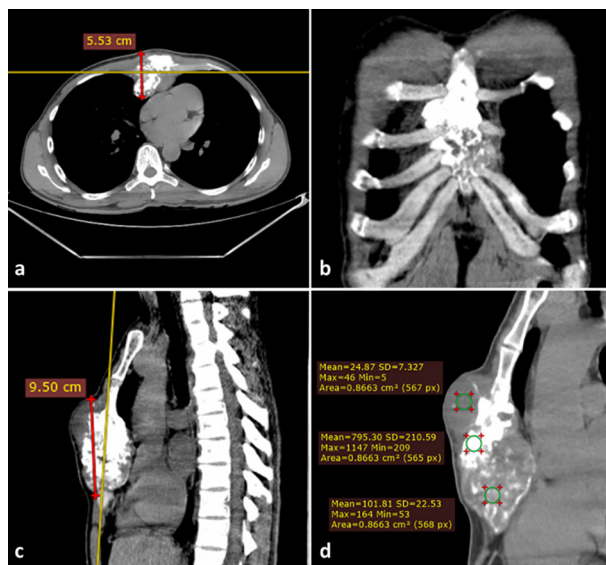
Condrosarcoma esternal visualizado mediante tomografía computarizada de tórax en cortes (a) axiales, (b) coronales y (c) sagitales, donde se identifica una lesión lítica ubicada en el cuerpo esternal, de 5,53 cm en sentido anteroposterior y 9,50 cm de longitud, con bordes arciformes irregulares y áreas hipointensas en su interior, que deforman la anatomía normal del cuerpo esternal y las articulaciones costosternales. (d) Corte sagital maximizado de la lesión polilobulada de centro hiperintensa, rodeada por zonas hipointensas, que se expande y produce efecto en masa en el mediastino anterior, con el plano de clivaje conservado.
